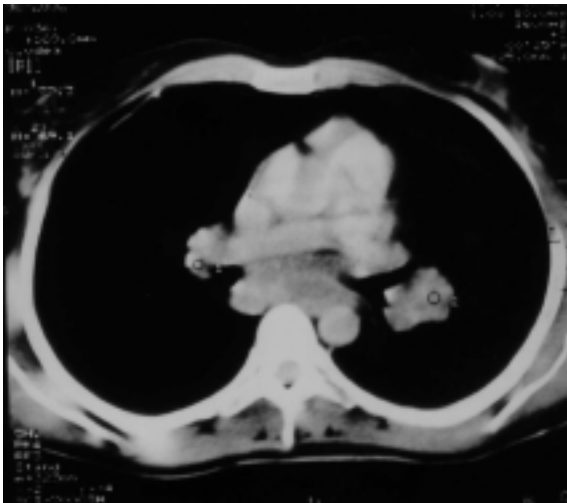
Toraks bilgisayarlı tomografide bilateral hiler ve subkarinal lenf nodu.
